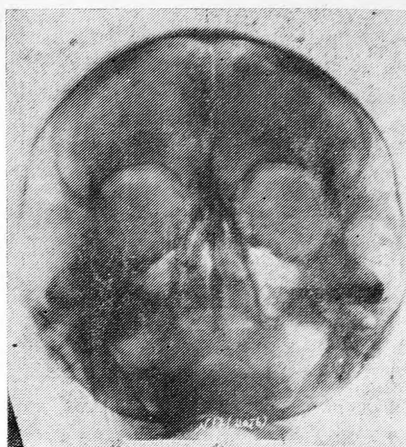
Фотокопия с подбородочно-носовой рентгенограммы черепа матери больной Б. (рис. 3) в возрасте 45 лет (имеет шизоидные особенности характера). На снимке: так же, как и у дочери, определяется незаращенный метопический шов, правая верхнечелюстная пазуха в два раза меньше в размерах, чем левая.
